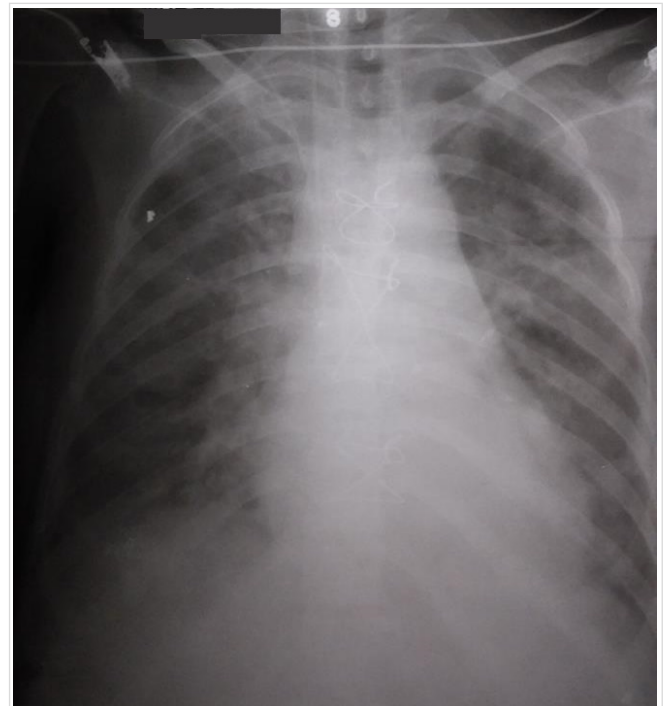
Immediate postoperative chest X-ray, note the parenchymal injury as evidence of acute lung injury.
